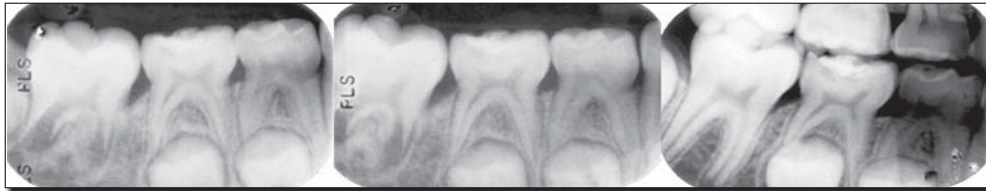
Radiographic evaluation of a second primary molar with indirect pulp treatment using a layer of calcium hydroxide. Successful of treatment after 36-month follow-up. A. Pre-operative radiograph; B. Immediate post-operative radiograph; C. 36-month follow-up.
